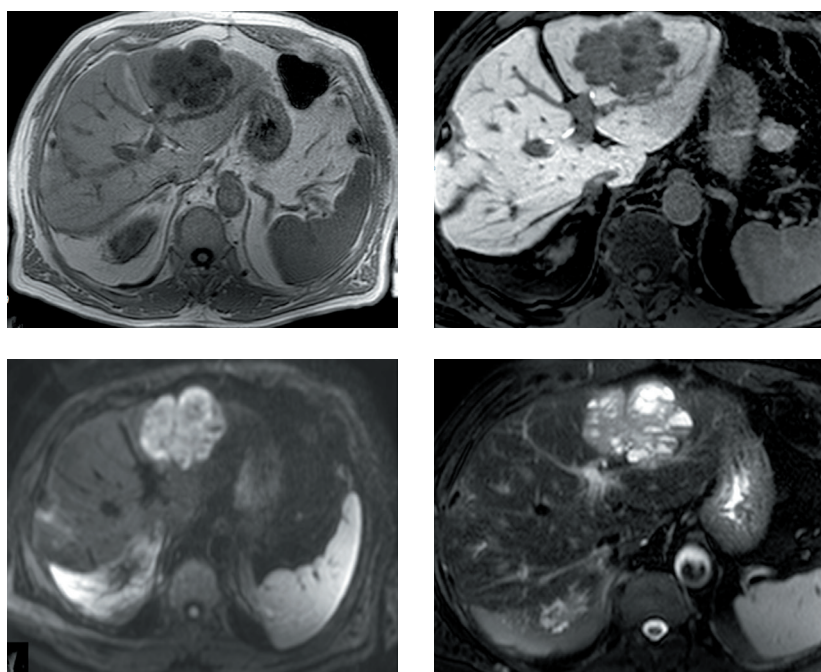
Магнитно-резонансная томография с диффузно-взвешенными изображениями пациента 6 до операции
